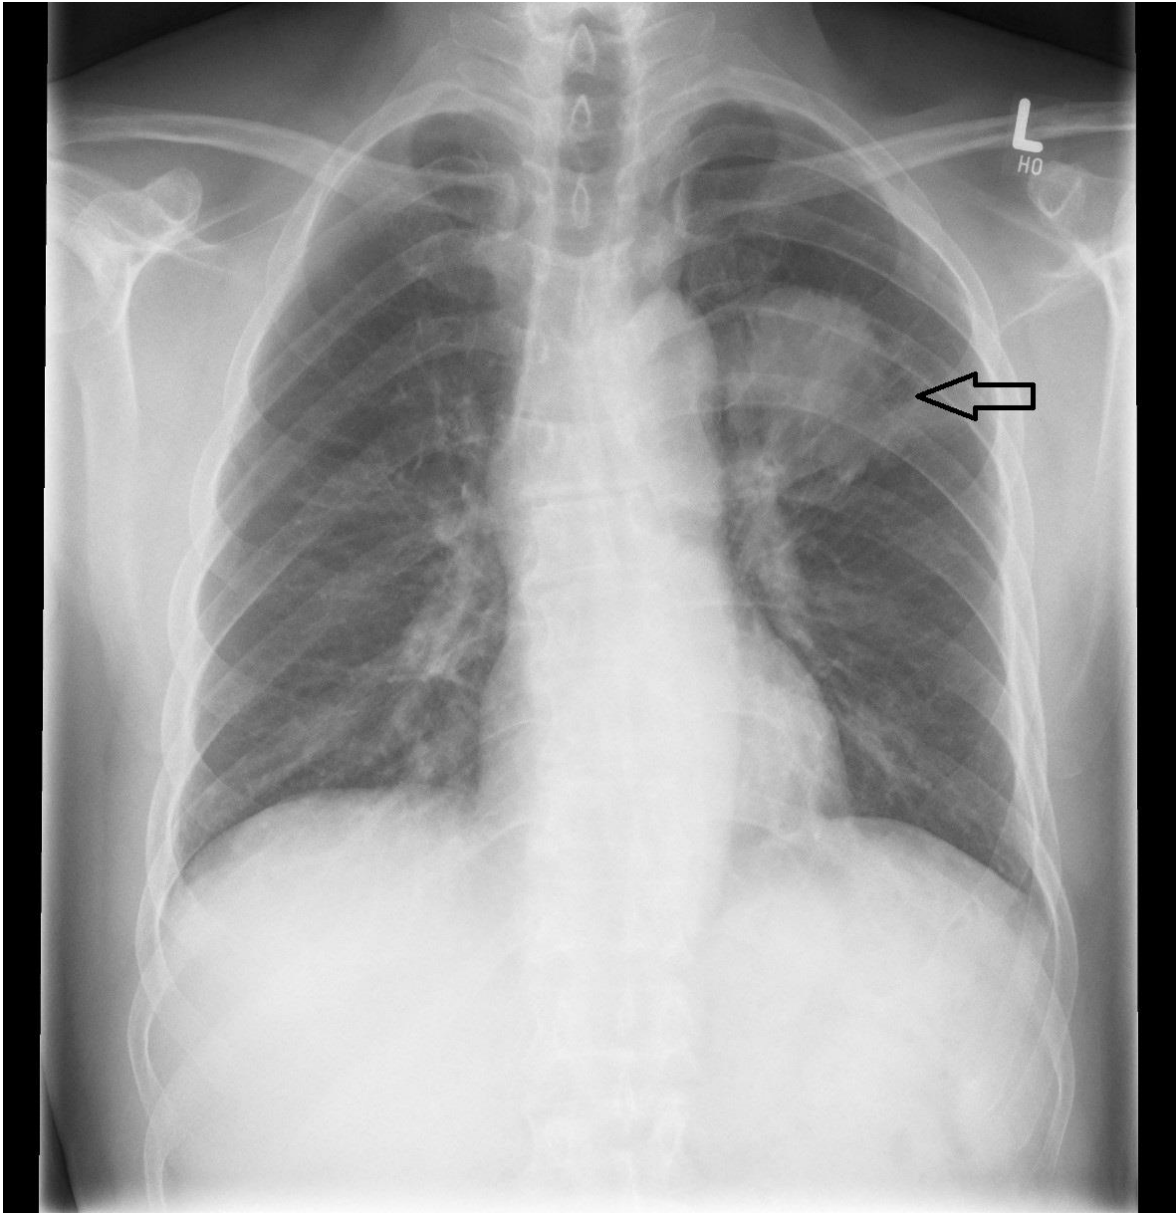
Pulmonaler Rundherd in der konventionellen Röntgen-Thorax-Aufnahme: *In dieser konventionelle Röntgenaufnahme des Thorax bei einem 57-jährigen Patienten ist ein etwa 5,5 cm messender pulmonaler Rundherd im linken Oberfeld zu erkennen.*
